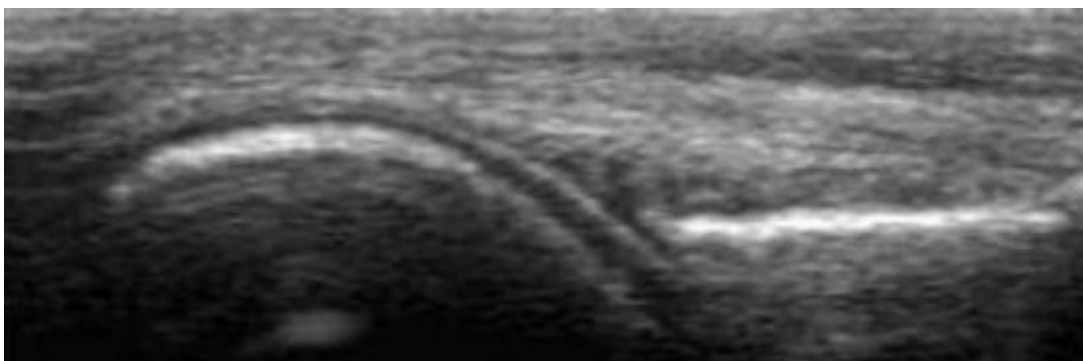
Double contour visible à l'échographie au niveau de la métatarso-phalangiennne 1 droite en coupe longitudinale dorsale (Heval., 2020)
